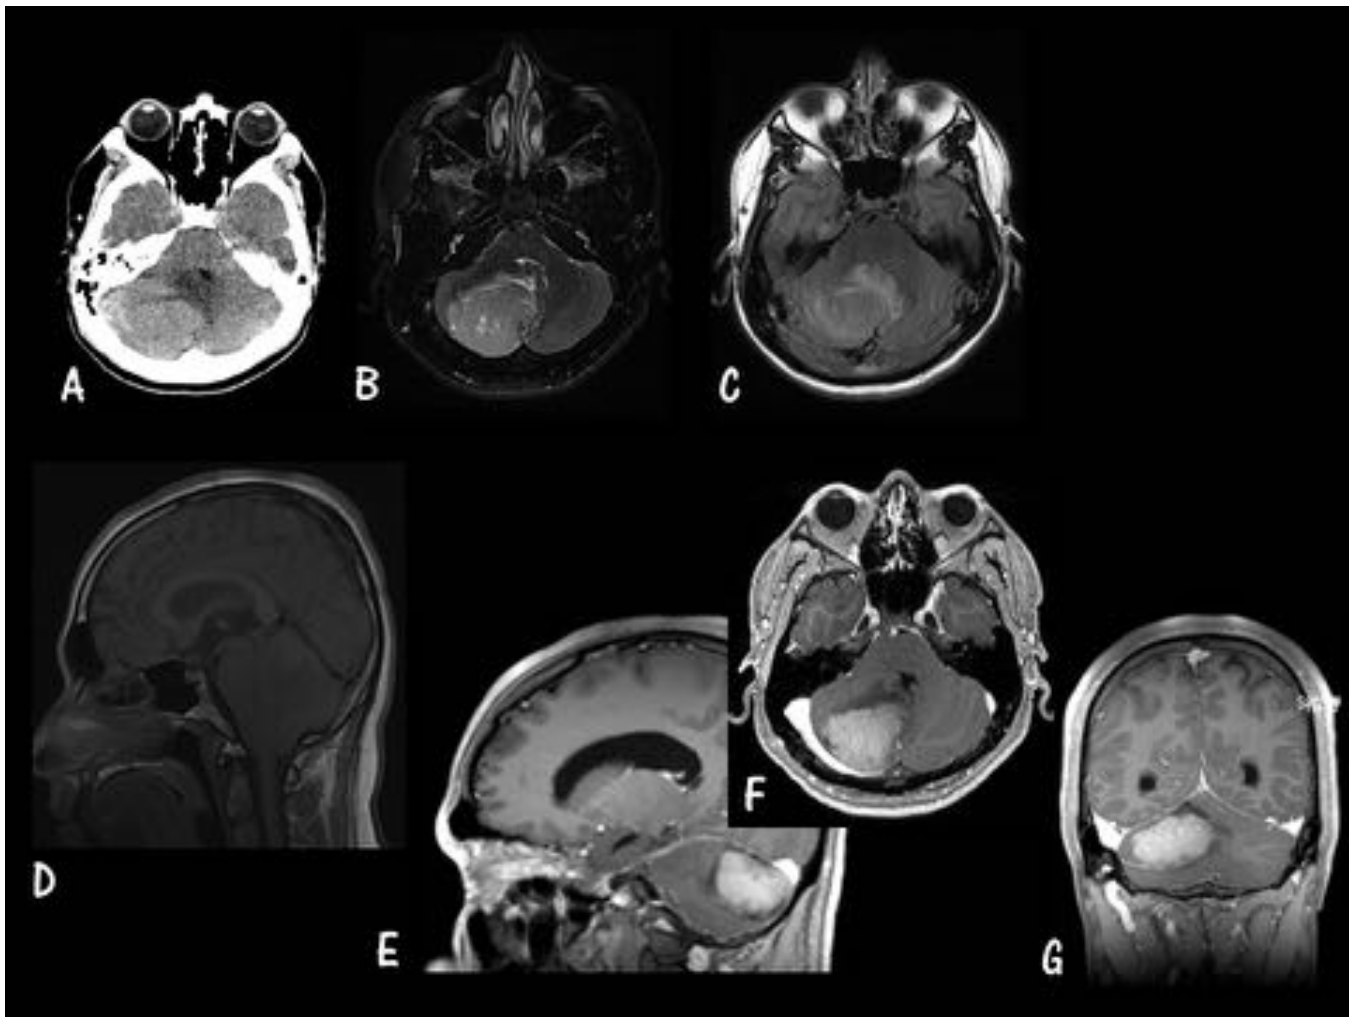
MB Subgrupo SHH. Caso 5. Parte A. A. Axial TC sin CIV. B. Axial T2 FS. C. Axial FLAIR. D. Sagital T1 sin GD. E. Sagital T1 con GD. F. Axial T1 con GD. G. Coronal T1 con GD. Masa hiperdensa en hemisferio cerebeloso derecho (A), hipointensa en T1 e hiperintensa en T2, con realce homogéneo e intenso de CIV, compatible con MB subgrupo SHH. Comprime el IV ventrículo y origina cierto grado de hidrocefalia.
